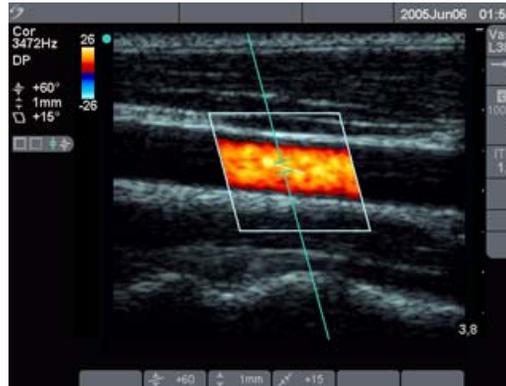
Doppler com imagem da linha-D e caixa da RDI
